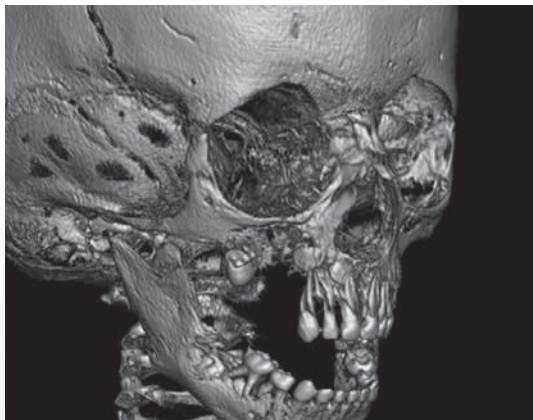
3-d-rekonstruktion af CT-scanning, optaget efter biopsi og fjernelse af 05,04+ og tandanlæg af 4+, viser, at store dele af maksillen i højre side er destrueret.
